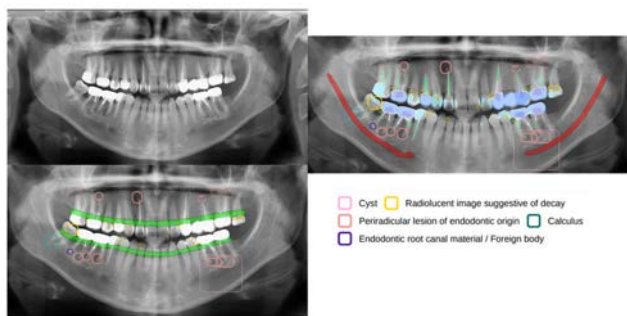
Приклад результатів опрацювання цифрової ортопантомограми у програмному забезпеченні на основі штучного інтелекту з ідентифікованими ділянками, які демонструють ознаки периапікальних уражень (ортопантомограма з клінічної практики та експериментальних досліджень Гончарук-Хомин М. Ю.)
